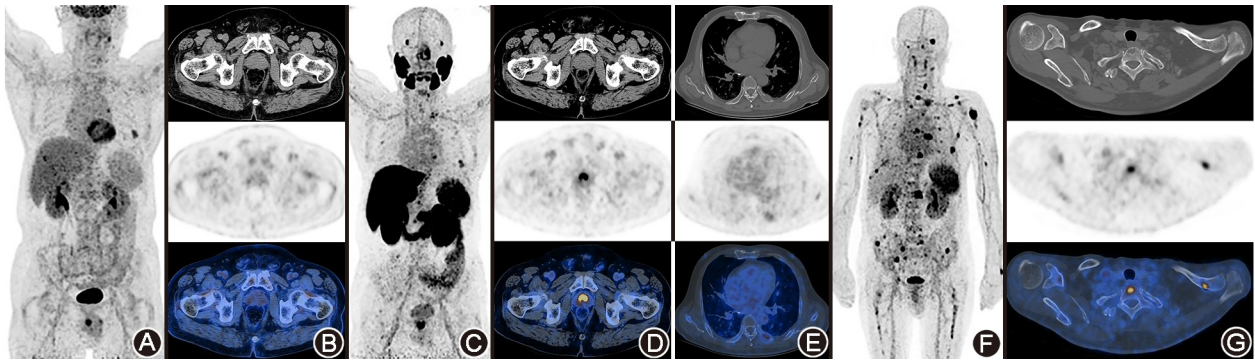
前列腺癌合并多发性骨髓瘤(MM)患者(70 岁) ¹⁸F-FDG(A, B)/¹⁸F-P137(C~E)/¹⁸F-Pentixafor(F, G) PET/CT 显像图。A. 全身最大密度投影(MIP)图示胸骨、双侧肋骨、左侧肱骨 FDG 摄取不同程度增高, SUV_{max} 5.2; B. 横断面图示前列腺实质 FDG 摄取轻度增高, SUV_{max} 3.0; C. MIP 图示骨病灶 P137 摄取较高, SUV_{max} 7.2; D. 横断面图示前列腺实质 P137 摄取明显增高, SUV_{max} 23.0; E. 横断面图示左侧第 7 后肋溶骨性骨质破坏; F. MIP 图示颅面骨、左侧甲状软骨、锁骨、双侧肩胛骨、脊柱多发椎体、双侧多发肋骨、骨盆诸骨、肱骨、股骨多发骨质破坏合并软组织密度灶, Pentixafor 摄取增高, SUV_{max} 17.1; G. 横断面图示腰 1 椎体、左侧第 2 后肋 Pentixafor 摄取明显增高。MM 的骨和软组织病变大多出现前列腺特异膜抗原(PSMA)高表达, 其可能是 PSMA PET/CT 评估前列腺癌的一个陷阱^[2]。趋化因子 CXC 亚家族受体 4 在部分血液系统肿瘤组织中表达明显升高, 本例 ¹⁸F-Pentixafor 对病灶检出的能力明显高于 ¹⁸F-FDG 显像
